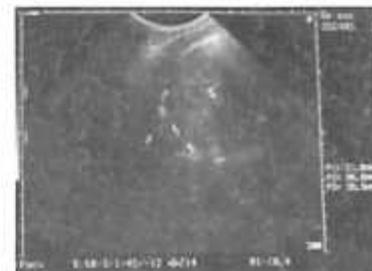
УЗИ плевральной полости. Свободная жидкость.
